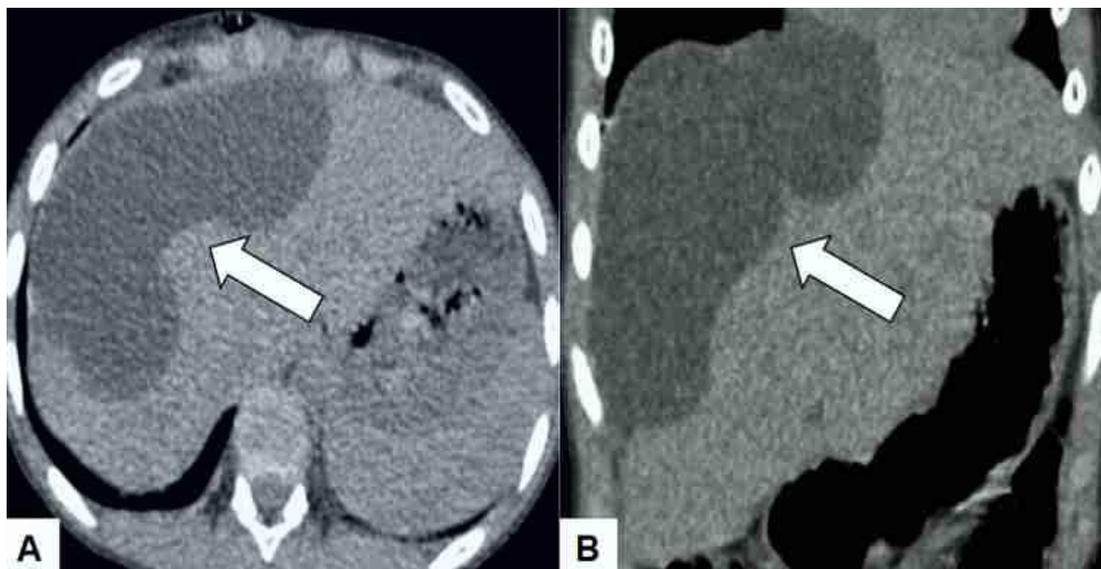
Tomografía computada (A) axial y (B) coronal de hígado. La flecha indica colección intrahepática de líquido cefalorraquídeo.
